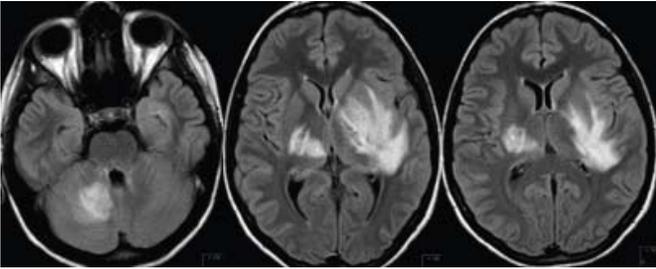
RM CE evidenciando envolvimento parenquimatoso, atingimento cerebeloso e do tronco e a formação de abscessos.
